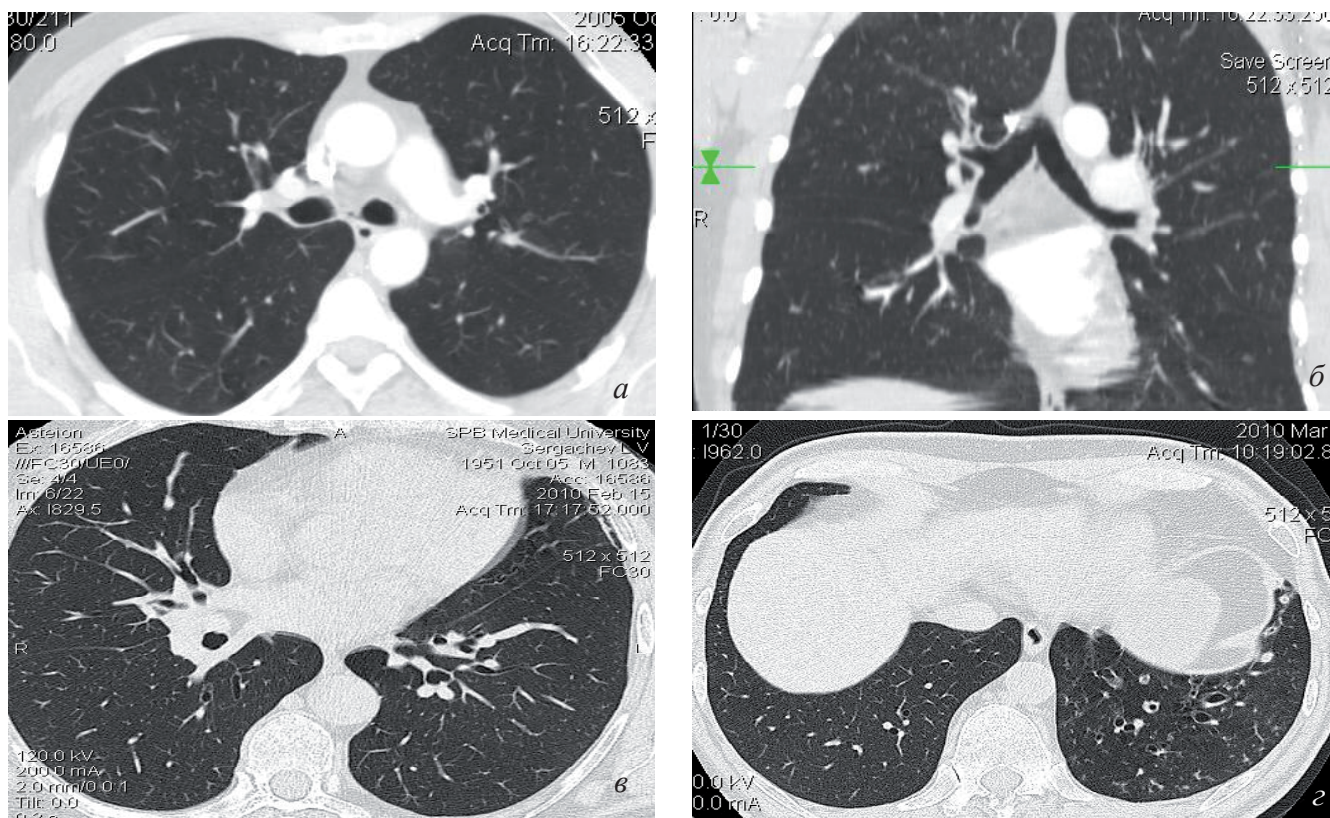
Больной Л., 40 л. Пациент с рецидивирующим кровохарканьем и подозрением на наличие ТЭЛА. Последняя была исключена при проведении МСКТ-ангиографии. На аксиальном КТ-срезе и при построении реформации изображения во фронтальной плоскости (а, б) выявляется бронхонодулярный свищ в бифуркационную группу лимфатических узлов. Больные С., 70 л., и С., 53 г. Бронхиолоэкстазы в S6 справа (в) и цилиндрические бронхиолэкстазы в S9 слева (г), явившиеся причиной кровохарканья, хорошо визуализируются при проведении ВРКТ
